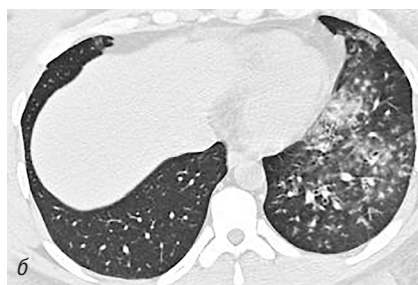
Больной М., 35 лет. Панбронхиолит при аденовирусной инфекции. На компьютерных томограммах в легочном электронном окне от 13.02.2020 г. (а, б) определяется уплотнение стенок сегментарных и более мелких бронхов в язычковых сегментах и нижней доле левого легкого (симптом «рельсов»), заполнение мелких бронхов мокротой (КТ-картина «дерева в почках»), частично сливающиеся интерстициального характера бронхогенные очаги в нижней доле слева (проявления бронхопневмонии). Контрольная КТ от 17.02.2020 г. (в, г) — частичный регресс изменений, дисковидный ателектаз в нижней доле слева (рефлекторного характера)
